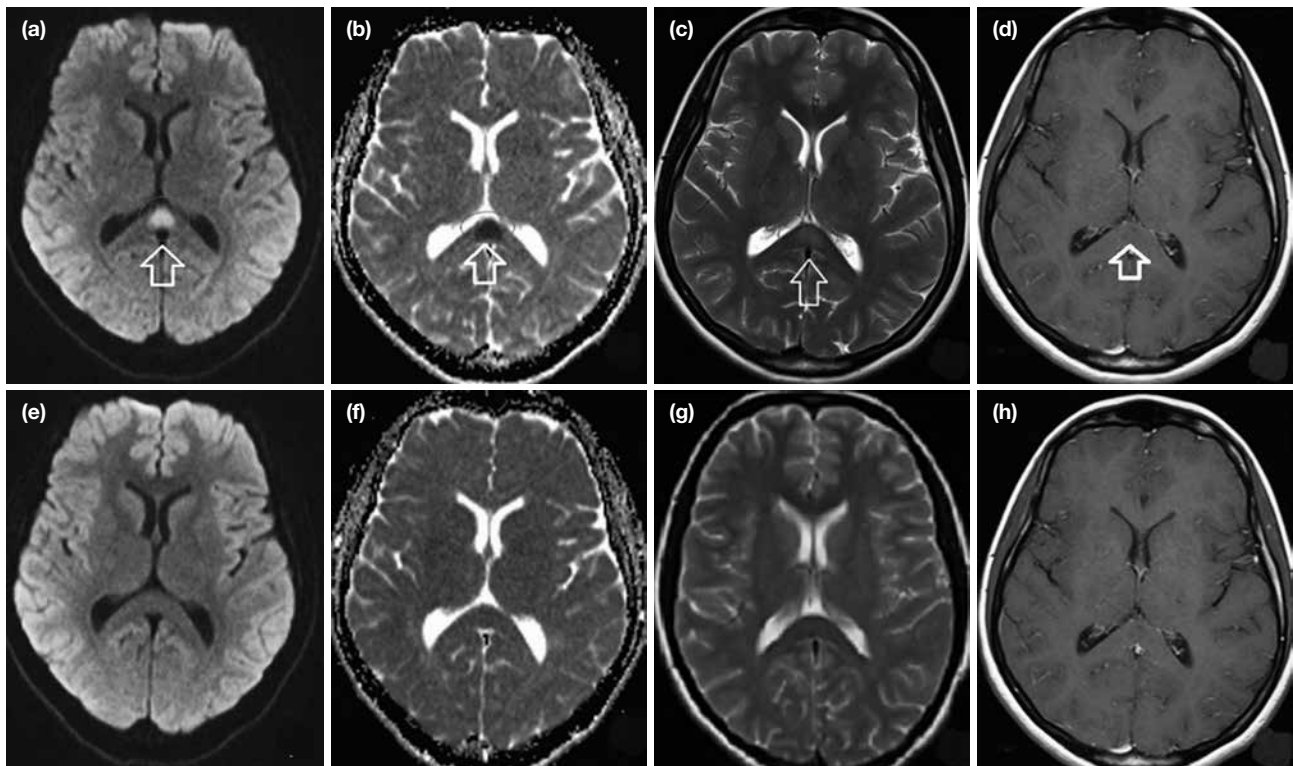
a-h. Magnetic resonance imaging of case 1: Initially (a-d); 10 days later (e-h). Diffusion weighed image (a, e); ADC mapping (b, f); T2 sequence (c, g); T1 sequence+post-contrast (d, h); The lesion in the splenium of corpus callosum resolved after 10 days.
